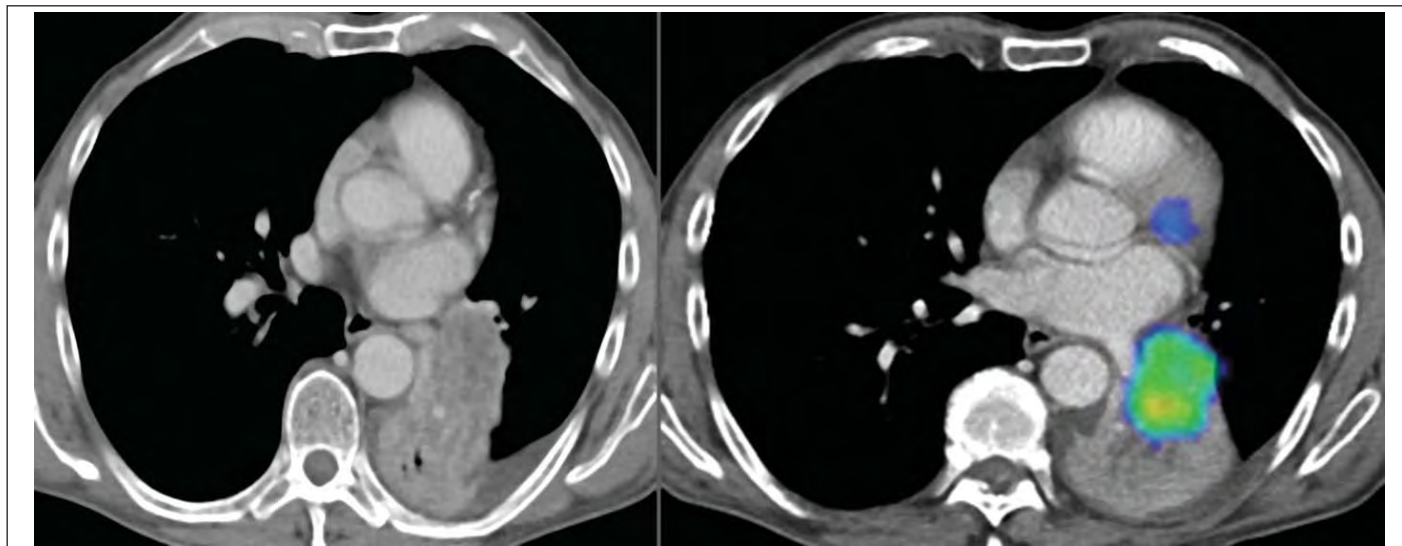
Центральный рак нижнедолевого бронха левого легкого с ателектазом нижней доли, выпотом в левую плевральную полость. При ПЭТ-КТ выявляется увеличенный лимфатический узел в средостении (из личного архива Т. Р. Алексеевой).
